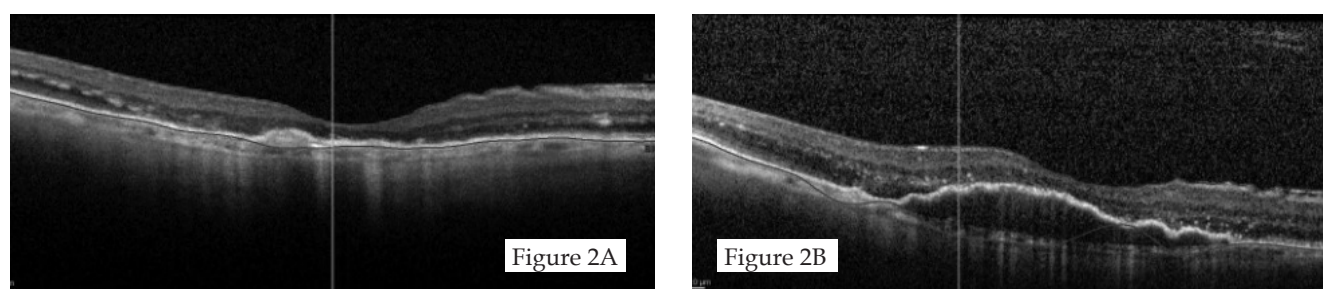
Optical coherence tomography (OCT) scans demonstrating the layers of the retina at the fovea in cross-section of the right eye before anti-VEGF treatment [A] and after anti-VEGF treatment [B, C, D]. There is resolution of the macular haemorrhages and subretinal fluid.
